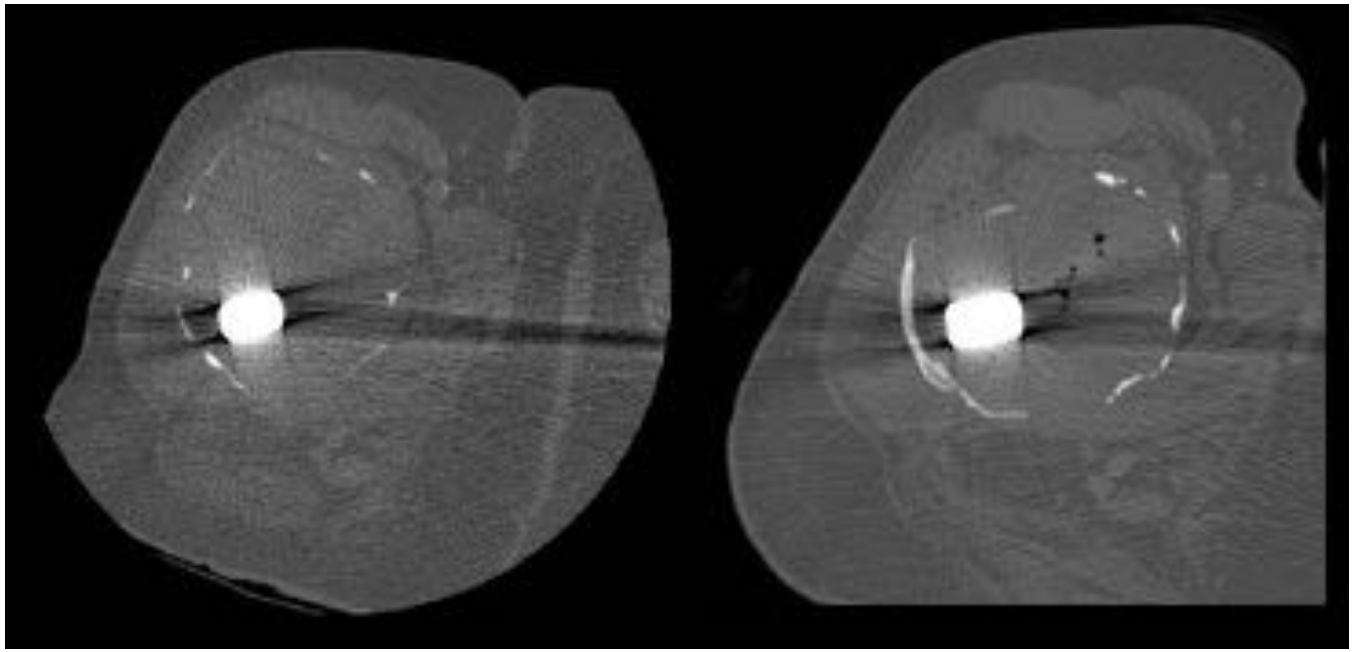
Izquierda: TC axial que muestra masa insuflante de partes blandas en diáfisis femoral proximal sugestiva de enfermedad por micropartículas. Derecha: Control objetivando burbujas aéreas en el seno de la masa, sugestivas de sobreinfección
